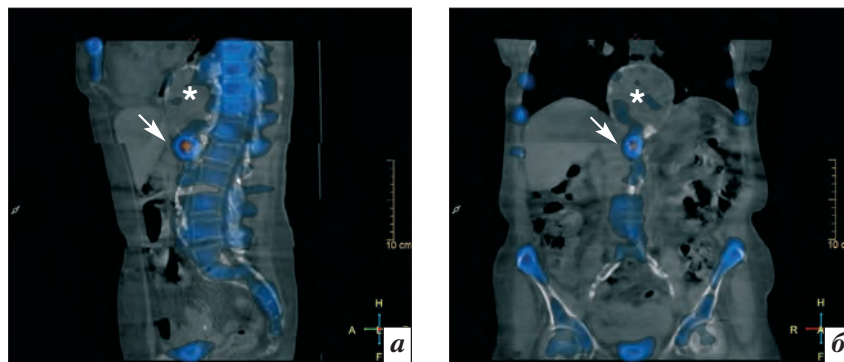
Совмещенное ОЭКТ/КТ-исследование поясничной области. На срезах в боковой (а) и передней (б) проекциях визуализируется аневризма (обозначена звездочкой) аорты с кальцинированными стенками. Очаг накопления ^{99m}Tc-ПФ, имитирующий на планарном изображении патологию позвонка, локализуется вне изображения позвоночника, в проекции субокклюзии просвета аорты (стрелки)
